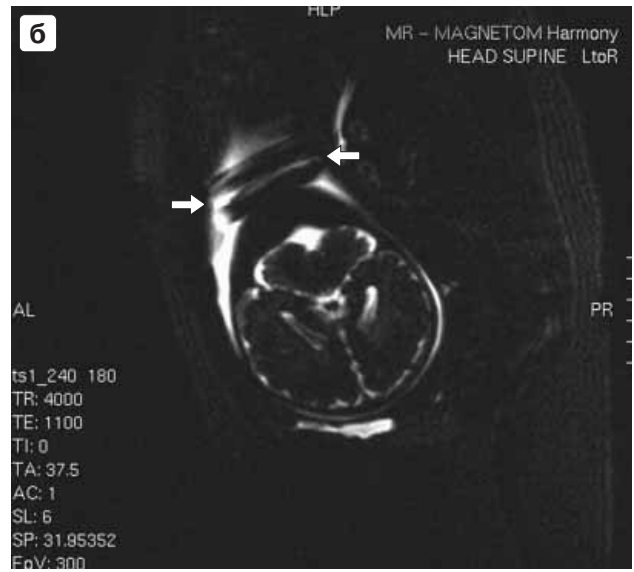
Головной мозг внутриутробного плода на 36–37 нед беременности, которая протекала без особенностей. МРТ проводили для уточнения топике и характера поражения головного мозга, выявленного при УЗИ как внутрижелудочковое кровоизлияние. На T2-взвешенной true FISP аксиальной (а) проекции определяется наличие субэпендимального (внутри-мозгового) мягкотканного объемного образования с неровными четкими контурами и наличием по периферии умеренного геморрагического и кистозного компонента. Для исключения поражения позвоночника и спинного мозга было получено их HASTE T2-взвешенное сагиттальное изображение (б). Обратите внимание на обвитие пуповиной шеи плода (стрелка).*
